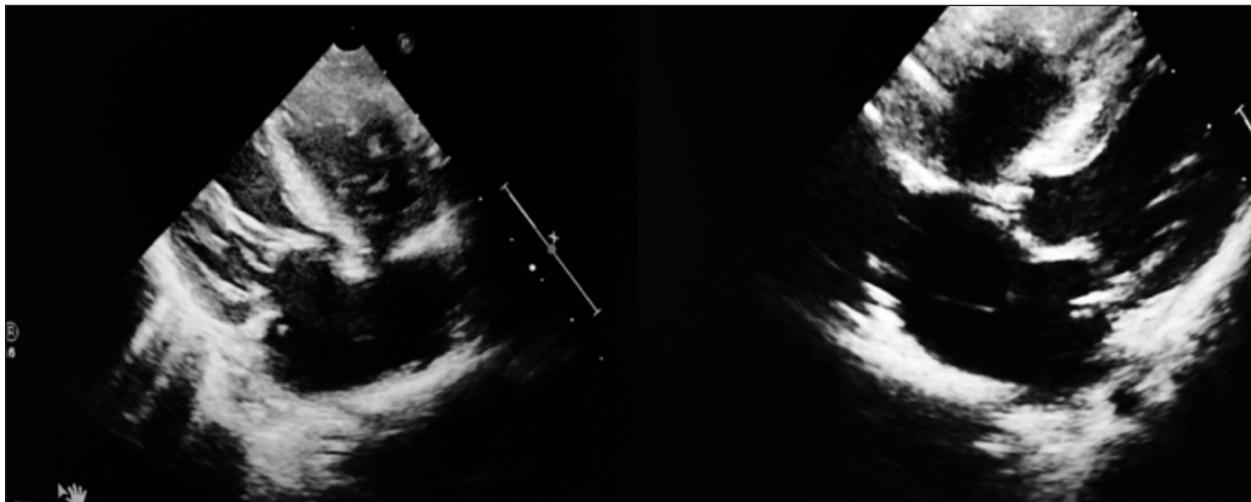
Ecocardiografía en la que se objetiva imagen filiforme en anillo mitral en la porción inferioposterior compatible con vegetación.
